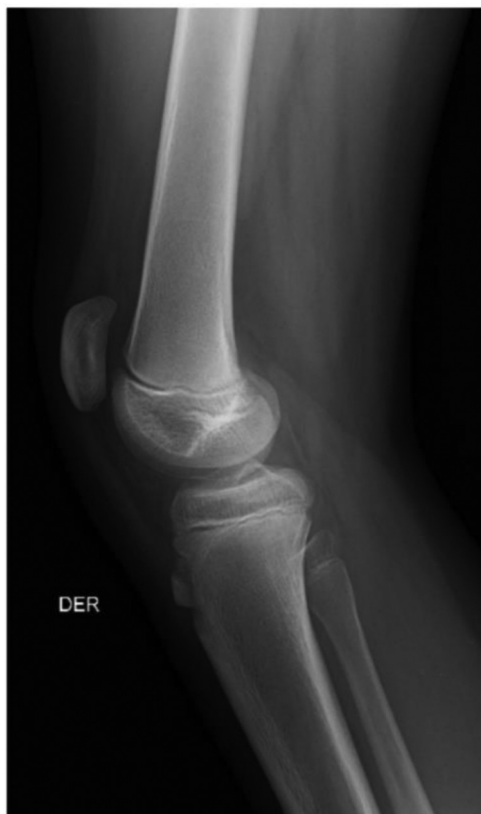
Radiografía lateral de rodilla de un paciente con patela alta.
